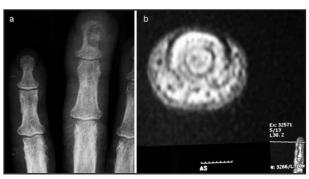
a) Imagen radiológica previa a la cirugía, con aumento de partes blandas peritumoral. b) Imagen axial de RMN previa a la cirugía con discreta infiltración de teiidos advacentes.
